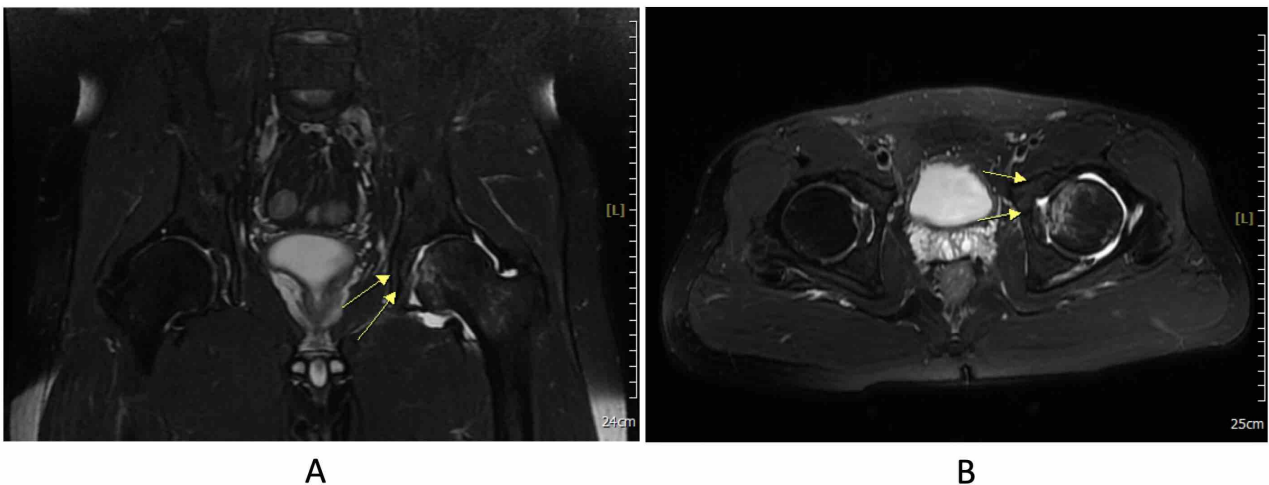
Magnetic resonance imaging of hip. (A) Coronal view (December 2, 2021), (B) axial view (December 2, 2021).
